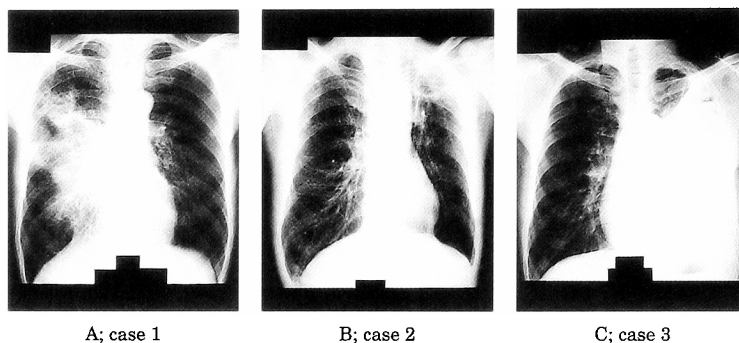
Chest radiograph of the patients on admission.
